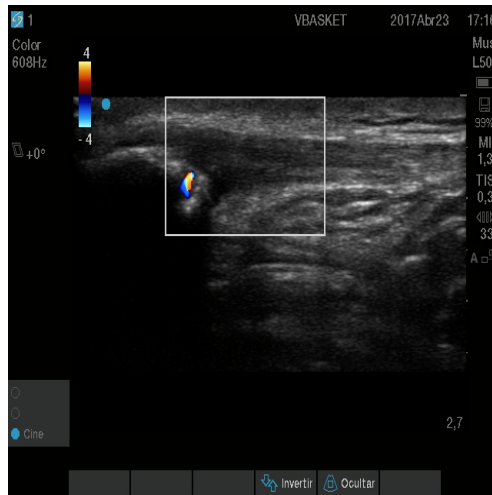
Examen en modo Doppler. Imagen longitudinal de un tendón examinado en modo Doppler.
